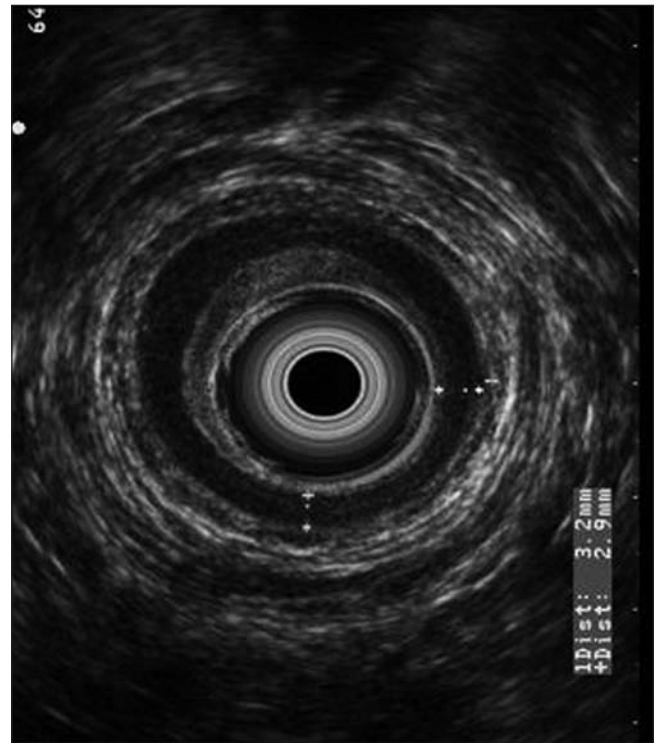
Measurement of the IAS. Male patient with CIAP without findings on anorectal ultrasounds.
